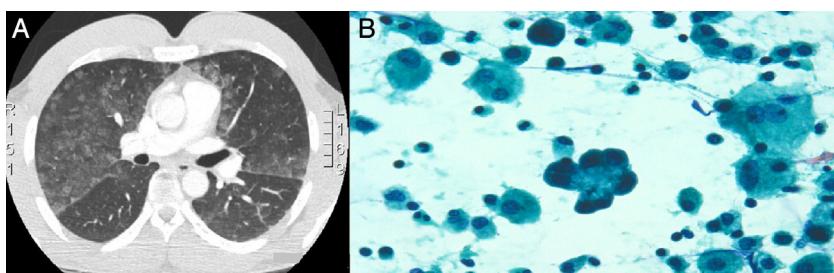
A. TAC tórax: opacidad en vidrio deslustrado, de predominio lóbulos inferiores. B. Lavado broncoalveolar: neumocitos hiperplásicos y eosinofilia significativa.
